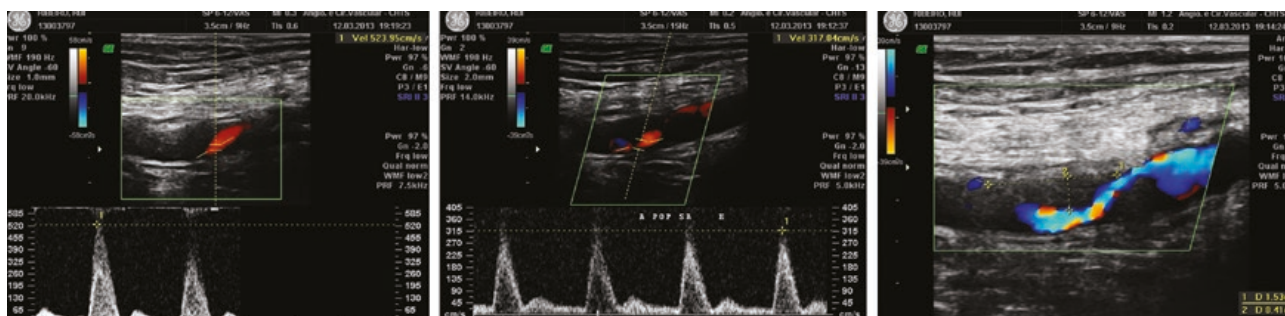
Eco-Doppler: Lesão de superfície irregular, localizada no segmento retro-articular da artéria poplítea, condicionando aceleração (11x) e turbilhonamento do fluxo.
